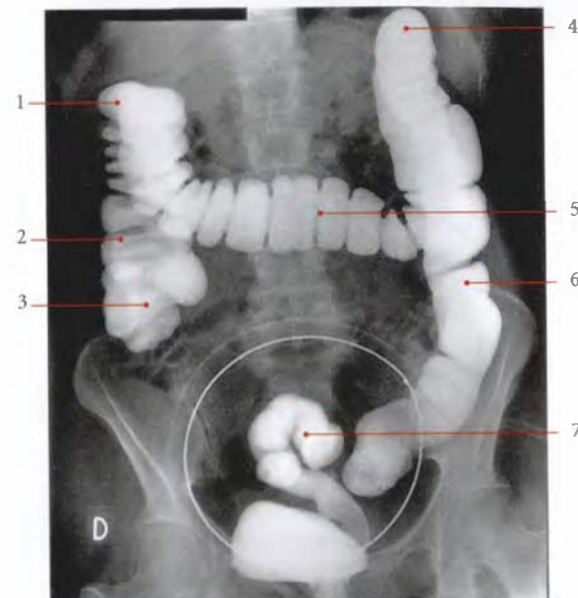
Radiographie du côlon : lavement baryté (cliché Dr Ph. Chartier)
